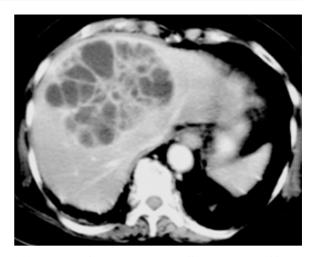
79-jährige Patientin mit allgemeinem Krankheitsgefühl und subfebrilen Temperaturen. In der kontrastverstärkten CT Darstellung eines gekammerten Abszesses im rechten und linken Leberlappen. Bei der operativen Sanierung Ausschluss eines Echinococcus und fehlender Keimnachweis nach 2-wöchiger Antibiose
